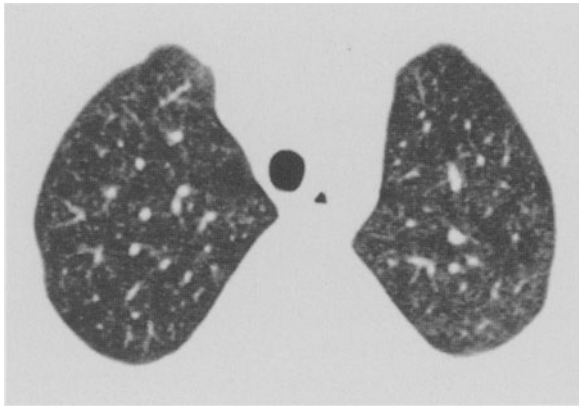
HR-CT eines 12-jährigen Mädchens mit »Wellensittichhalterlunge« seit 1/2 Jahr. Feinretikuläre bzw. feingranuläre Veränderungen mit Schwerpunkt in den apikalen Lungenarealen
